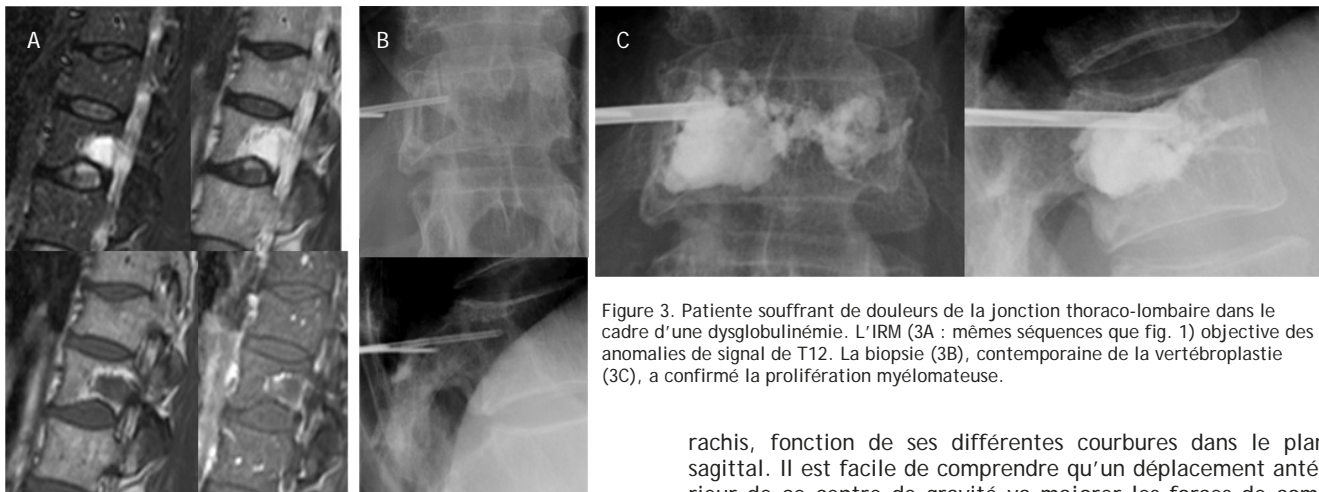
Patient souffrant de douleurs de la jonction thoraco-lombaire dans le cadre d'une dysglobulinémie. L'IRM (3A : mêmes séquences que fig. 1) objective des anomalies de signal de T12. La biopsie (3B), contemporaine de la vertébroplastie (3C), a confirmé la prolifération myélomateuse.
